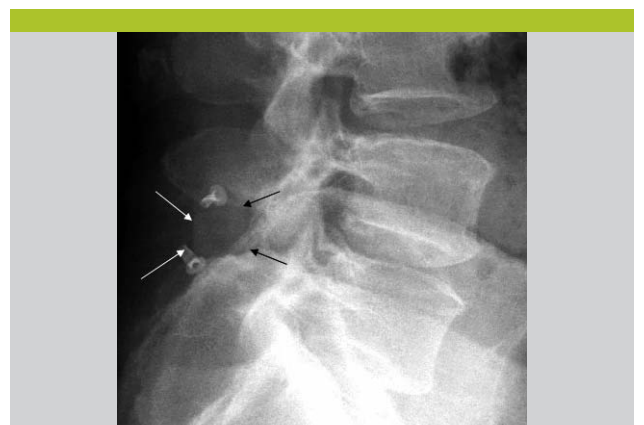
Radiographie de profil d'une colonne lombaire démontrant un dispositif interépineux radio-transparent en L4-L5 (flèches).
